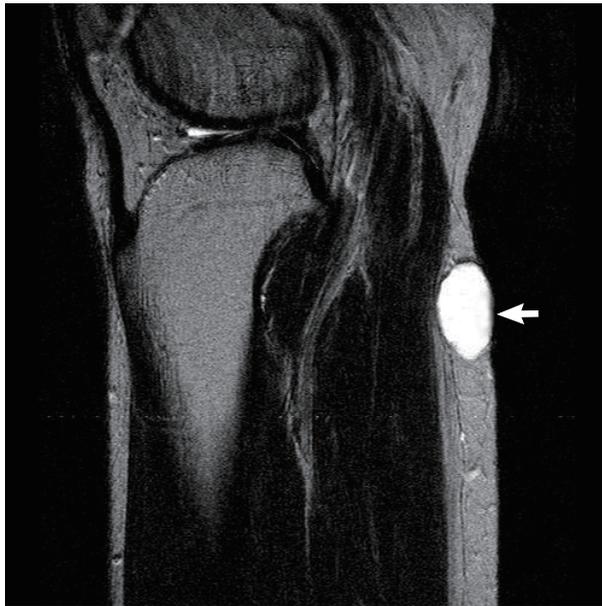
A cystic mass (arrow) with a sharp margin is revealed in the subcutaneous layer of the right calf in T2-weighted magnetic resonance imaging.
